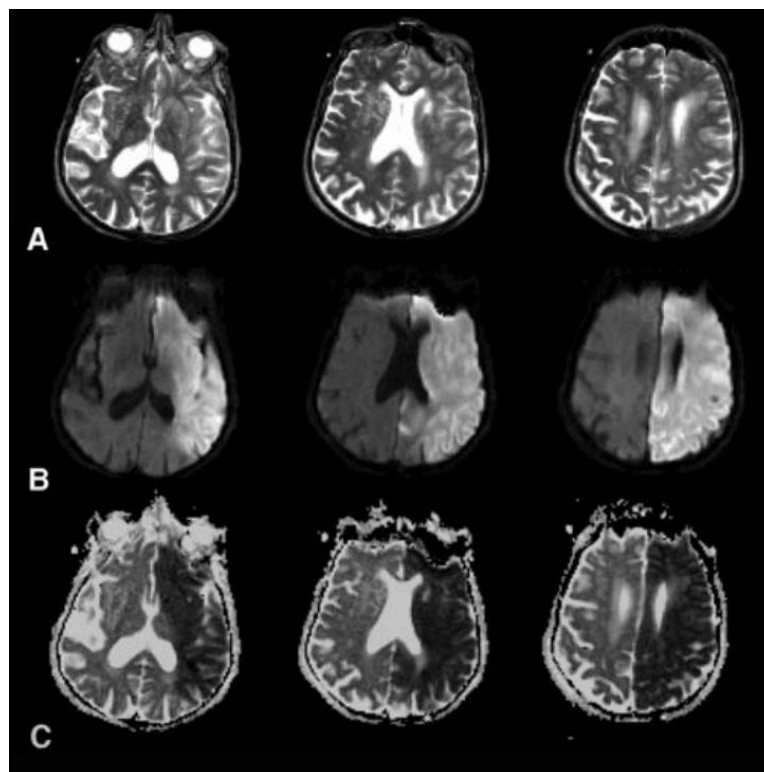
Vergleich zwischen (A) T2-, (B) DWI-Trace- und (C) ADC-Karte anhand einer Patientin mit linksseitiger Ischämie;
